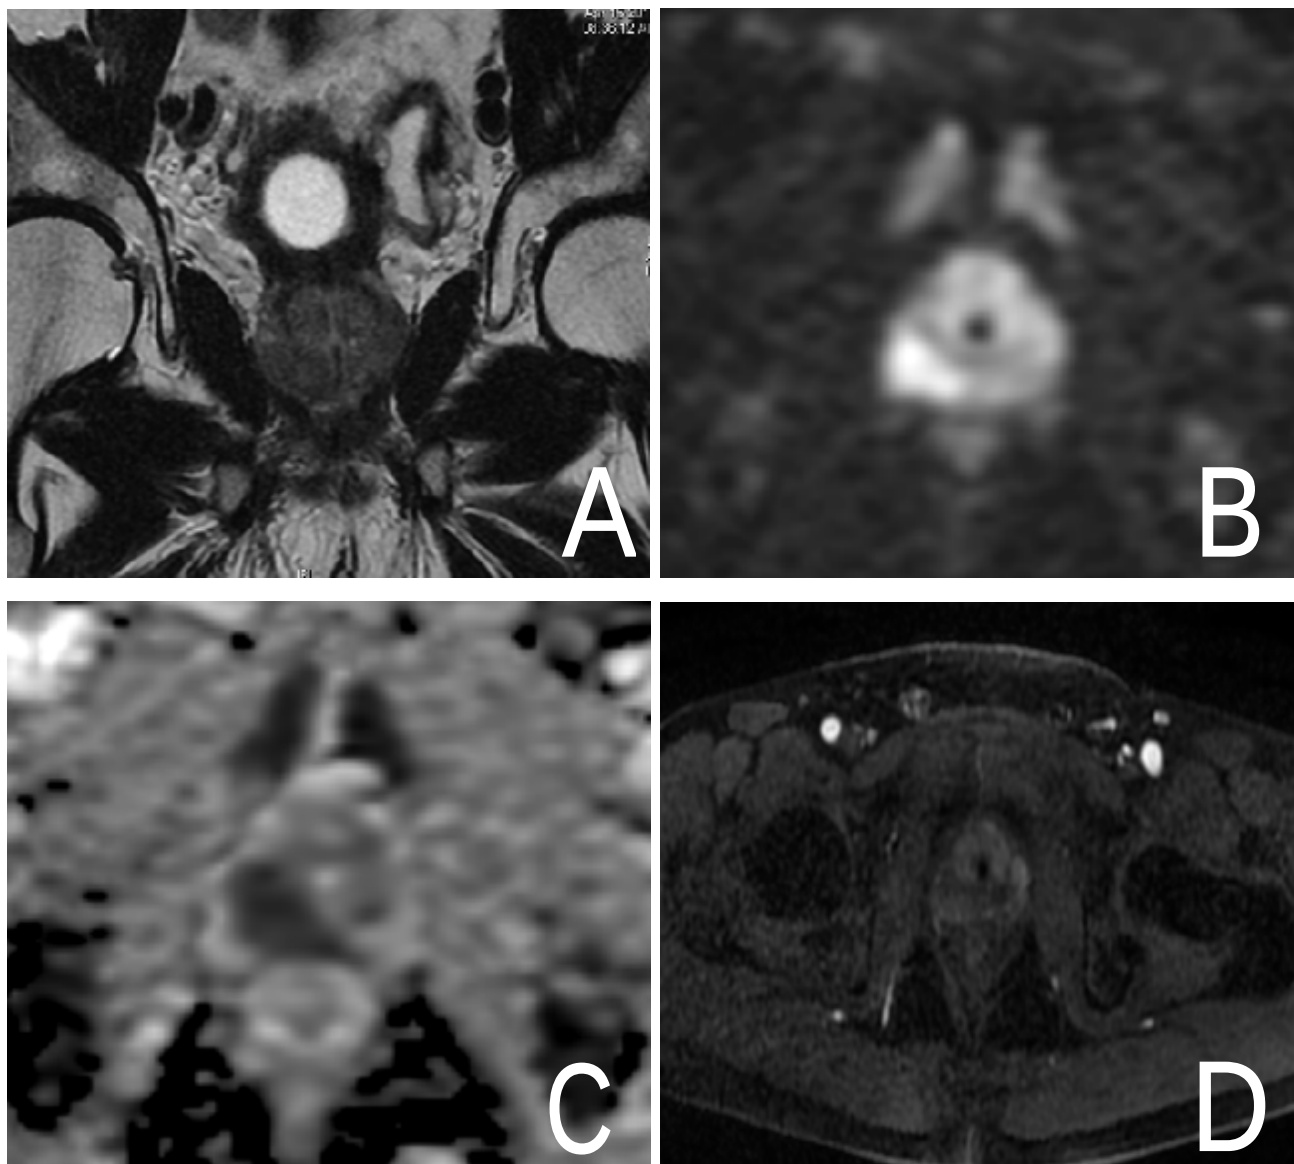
IRM Prostatique en coupe coronale (A) et axiales (B,C,D) montrant deux nodules de la zone périphérique, le premier latéralisé à droite le second à gauche. Les deux nodules apparaissent en hyposignal T2, avec effraction capsulaire et envahissement de la graisse péri prostatique (A), sur les séquences de diffusion les nodules sont en hypersignal à $b=1200$ (B) et hyposignal à l'ADC (C). Les nodules se rehaussent précocement sur la séquence de perfusion (D).
